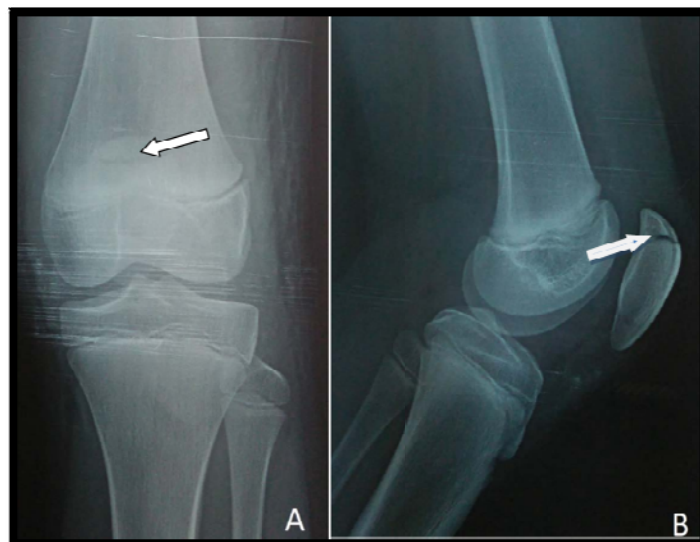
Radiographie de genou gauche face (A) et profil (B) d'un garçon de 14ans objectivant une fracture à trait simple avec déplacement minime < 2mm de la rotule gauche.
